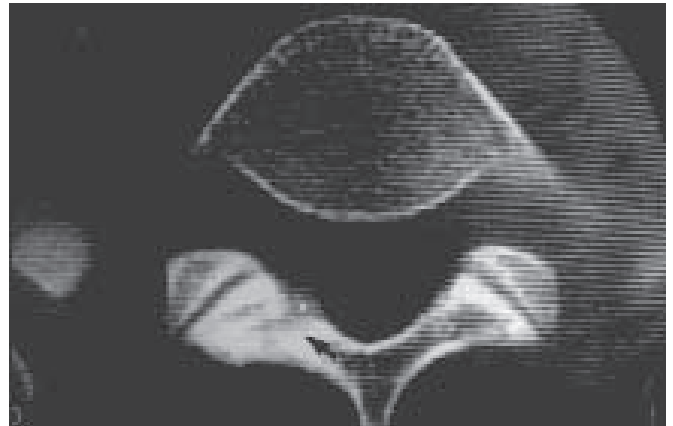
Tomografia axial computadorizada do paciente da figura 12, ao 6º mês de seguimento. Notar consolidação da fratura da lâmina direita de L5.
